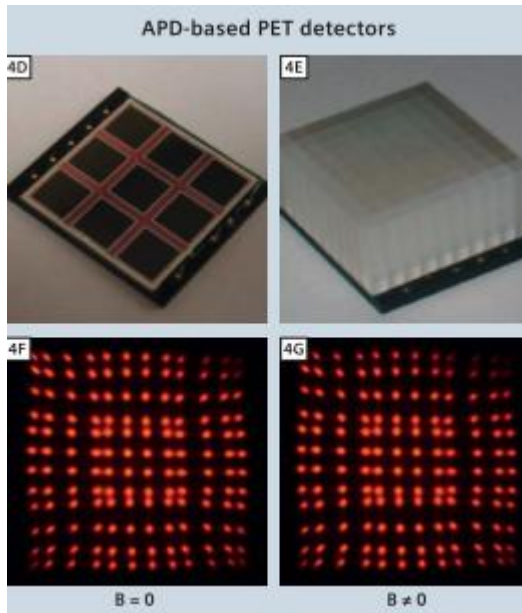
Different approaches to combined PET/MRI. (A) Long optical fibers used to couple scintillators to PMTs residing outside the magnet. (B) Avalanche photodiodes (APDs) coupled directly to scintillator elements. (C) Scintillators coupled through short optical fibers to APDs. In all cases, lutetium oxyorthosilicate (LSO) detectors are centered axially in the MRI field of view.
